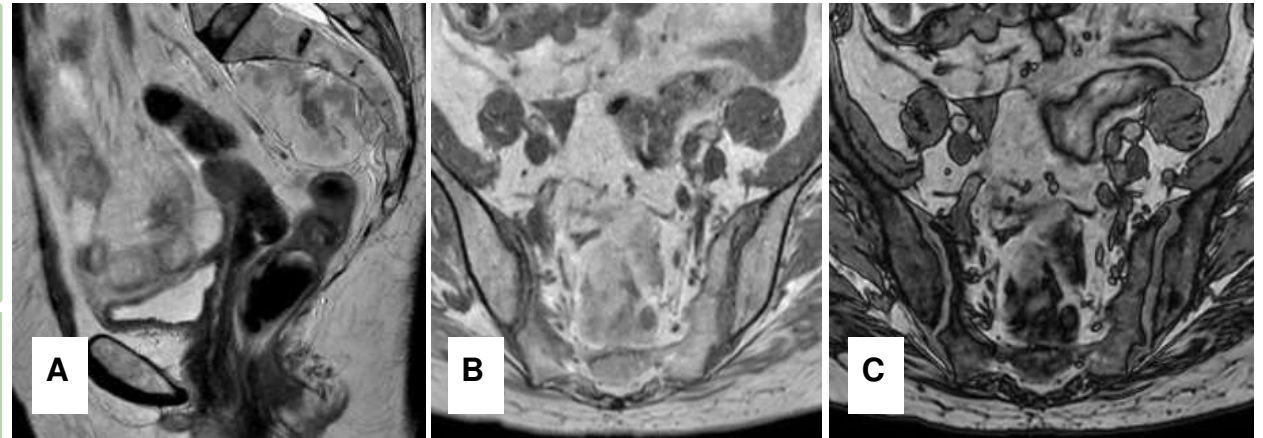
RM de recto: corte sagital (A) potenciado en T2 y axiales en T1 en fase (B) y fuera de fase (C) en paciente con lesión presacra en seguimiento. Se observa una lesión bien delimitada y heterogénea en la cara anterior del sacro. Tiene áreas iso- e hiperintensas en T2 demostrándose su componente graso en las secuencias de supresión grasa (y cae la señal en fuera de fase). No infiltra las estructuras vecinas. En la biopsia dio positivo para mielolipoma.
